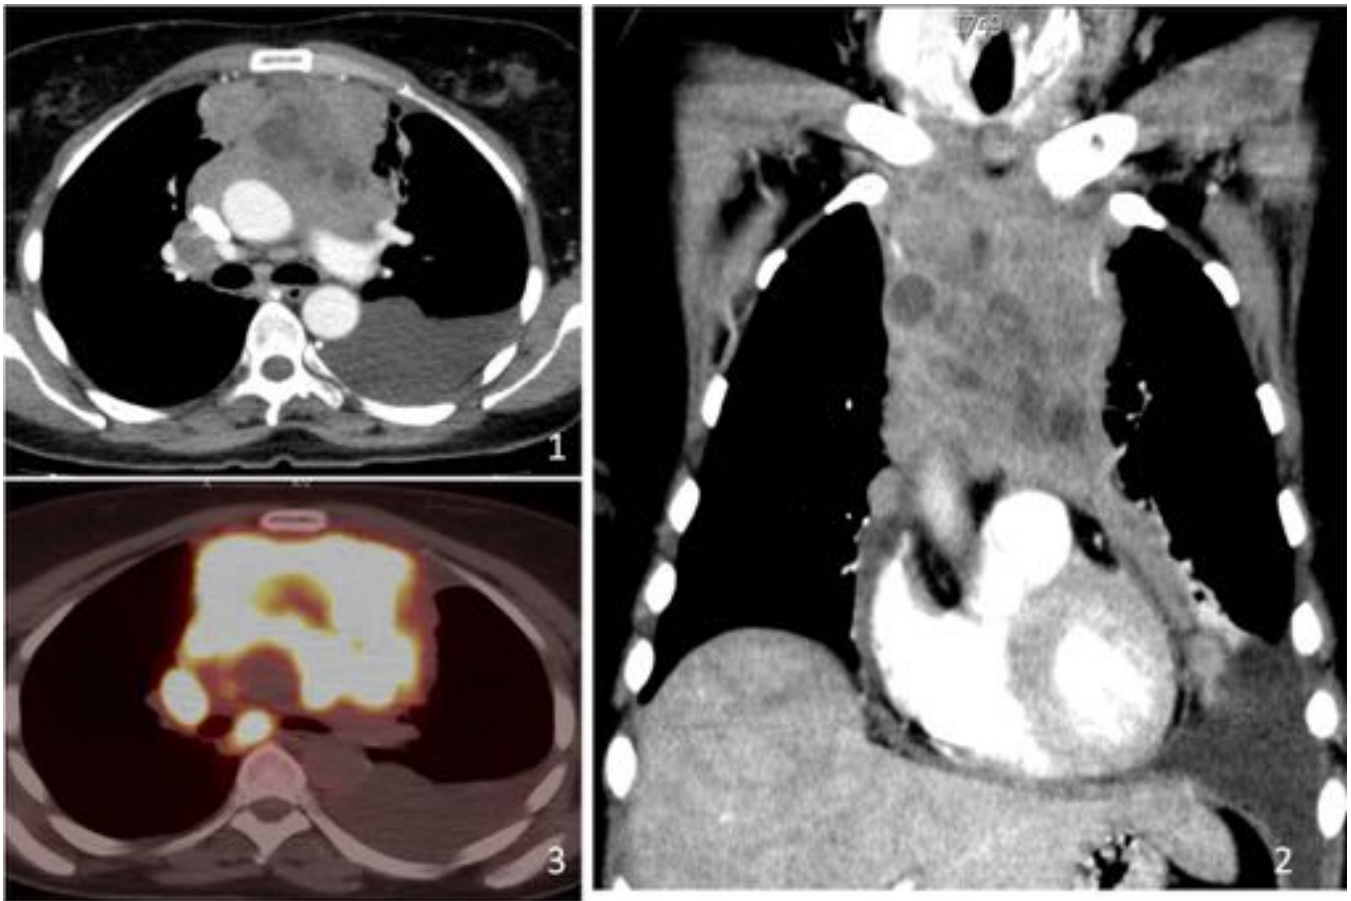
Linfoma de Hodgkin: Gran masa de bordes lobulados y atenuación heterogénea con discreto realce de contraste. (3) gran afinidad por la 18F-FDG.
